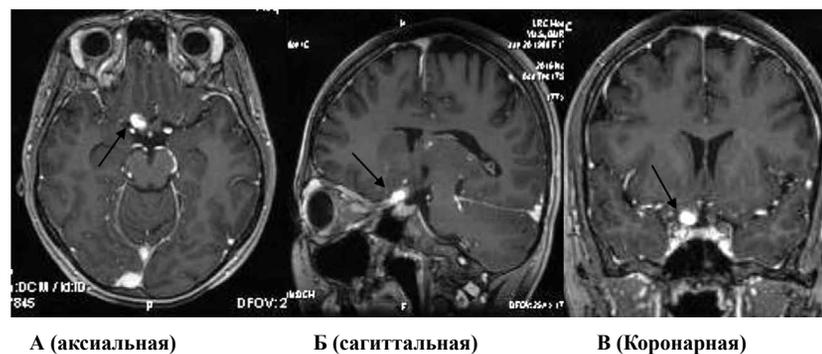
МРТ головного мозга с контрастным усилением в аксиальной (А), сагиттальной (Б), коронарной (В) проекциях. Fig. 3. MRI of the brain with contrast enhancement in axial (A), sagittal (B), coronal (C) projections.
